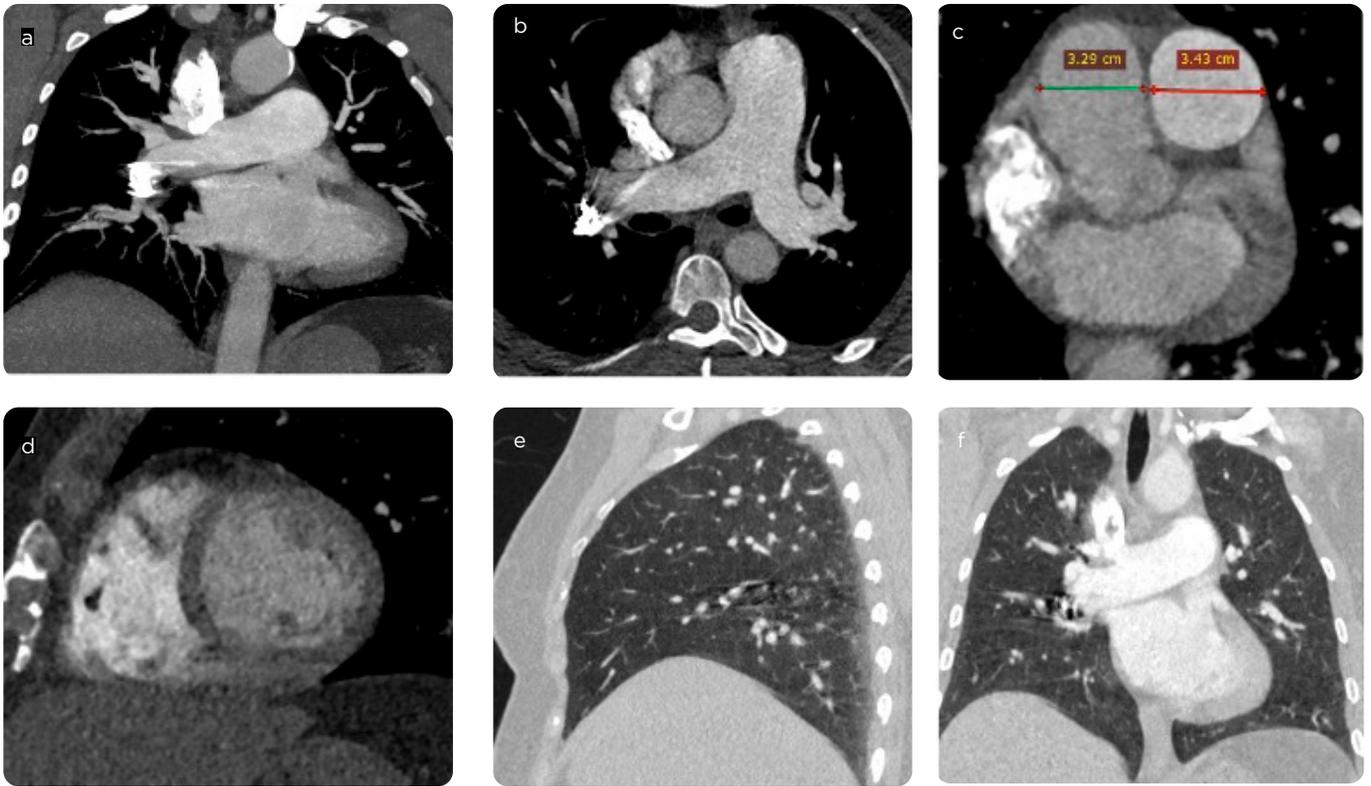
Angiotomografía de tórax. a y b) Cortes coronal y axial con reconstrucciones de máxima intensidad donde se observa espiral metálico localizado en la arteria para el lóbulo inferior derecho. c y d) Cortes axial y sagital del corazón, donde se descartan signos de sobrecarga de presión en cavidades derechas ni aumento en el diámetro de la arteria pulmonar. e y f) Cortes sagital y coronal en ventana pulmonar, sin evidencia de compromiso del parénquima.
